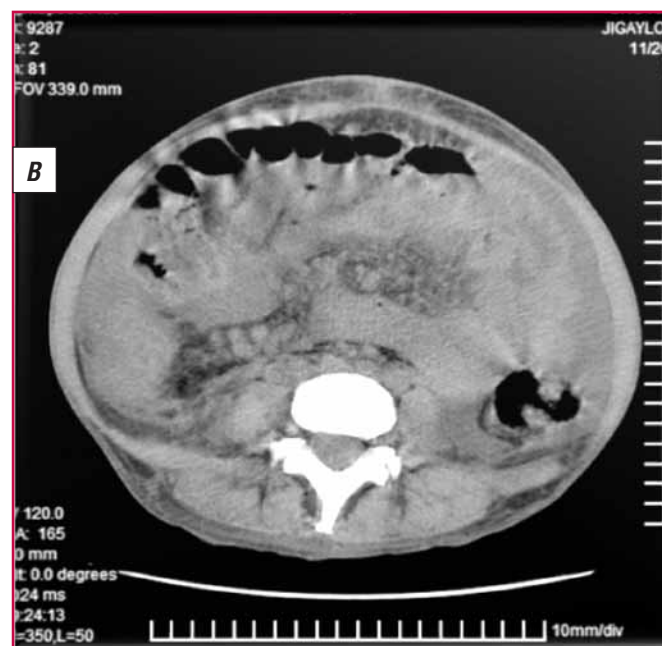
Компьютерные томограммы:
